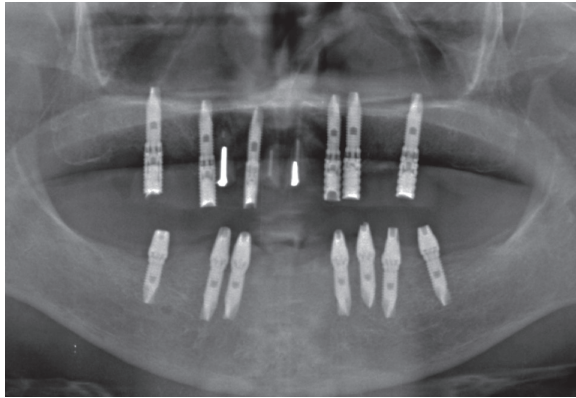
술후 8주. 파노라마 방사선 사진.
